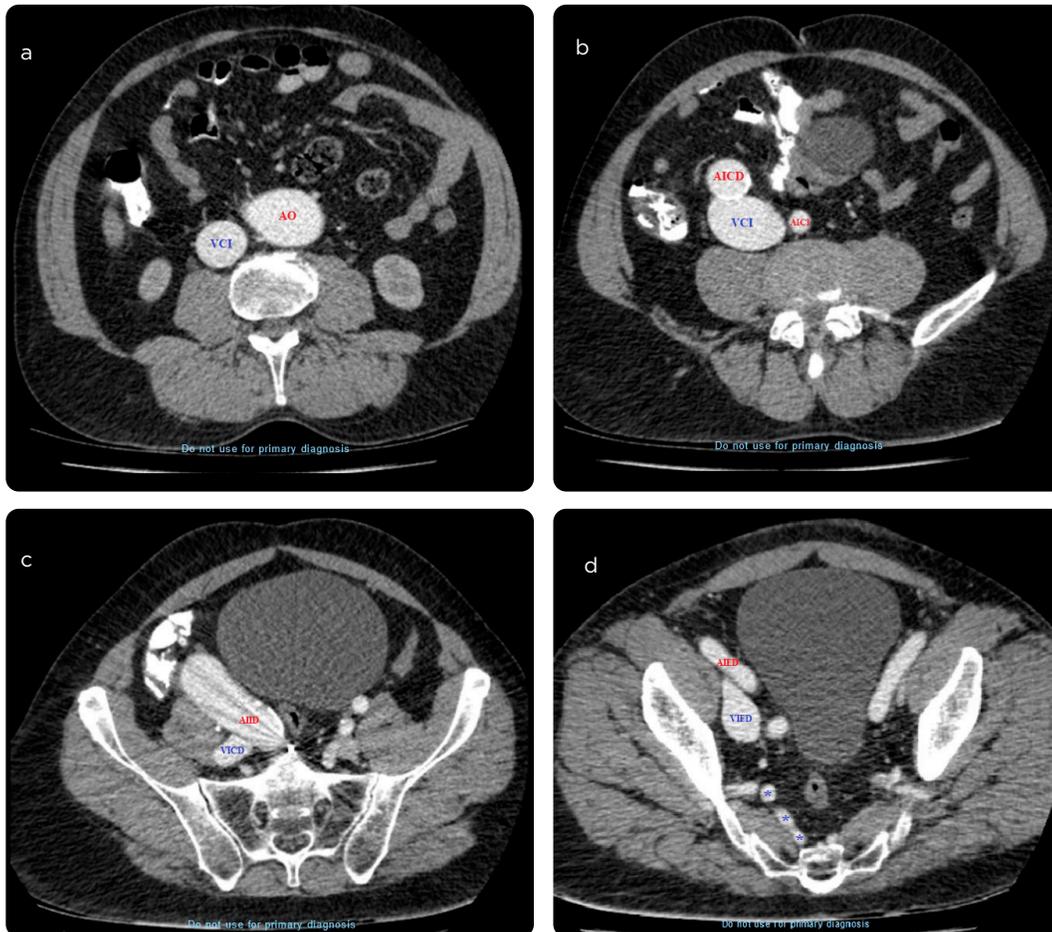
Angiotomografía de abdomen en fase arterial, cortes axiales. a) Dilatación de la aorta abdominal (AO) y de la vena cava inferior (VCI); b) dilatación de la arteria iliaca común derecha (AICD) en comparación con la arteria iliaca común izquierda (AICI); c) dilatación de la arteria iliaca interna derecha (AIID) y de la vena iliaca común derecha (VICD); d) dilatación de la vena iliaca externa derecha (VIED) y el calibre normal de la arteria iliaca superficial derecha (AIED), adicionalmente se observan varicosidades de los plexos venosos del sacro (asteriscos).
